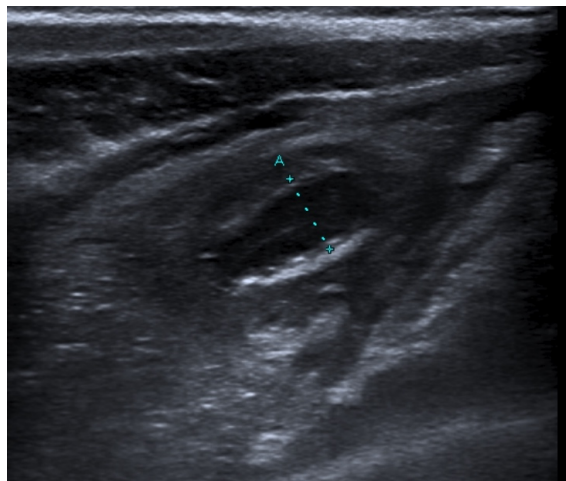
Diámetro apendicular mayor de 6 mm en ecografía
